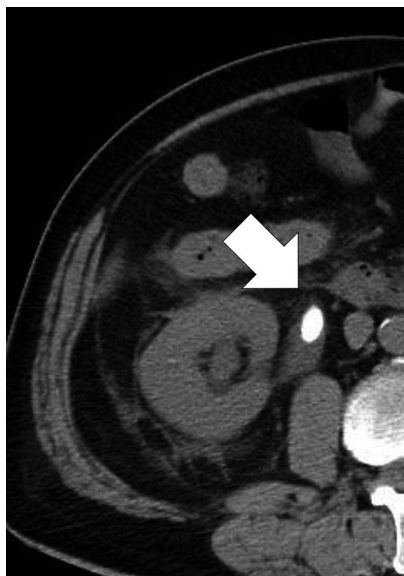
Computed tomography showed a right ureter stone measuring 11×8 mm (arrow).
